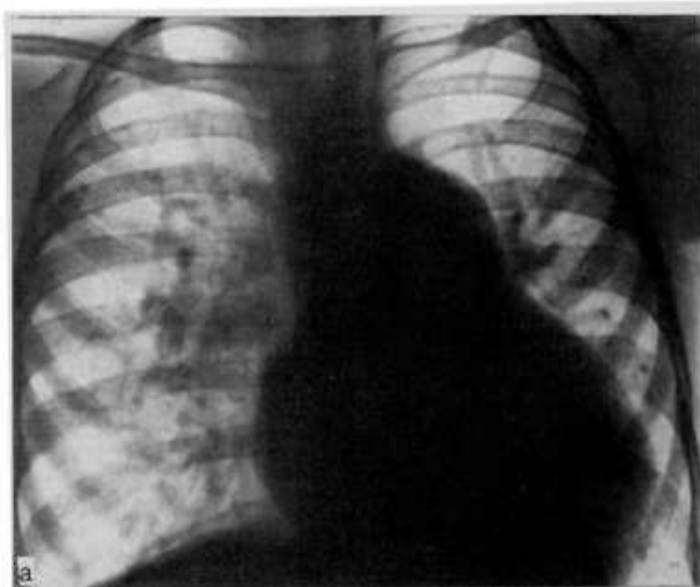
Рентгенографическая картина ДМЖП
